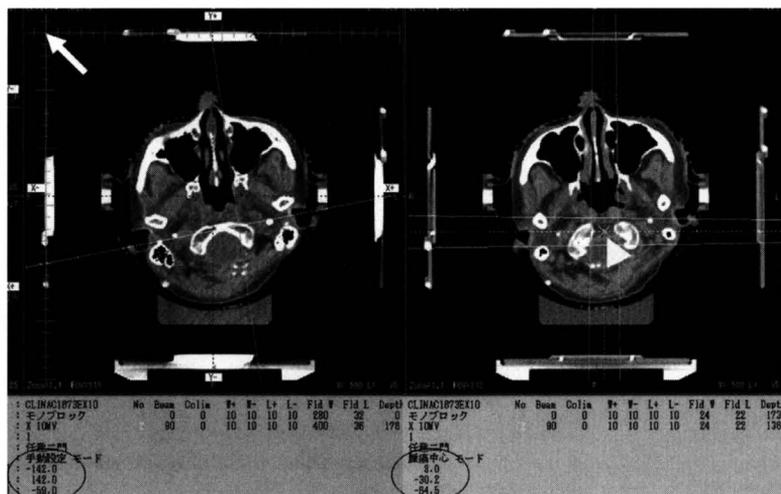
CT画像上で基準点、評価点の座標を求める
